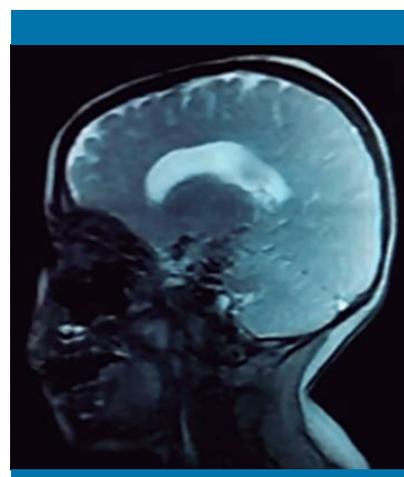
RM craneal. Secuencia T2 en corte sagital. Ventriculomegalia y pérdida de sustancia blanca
